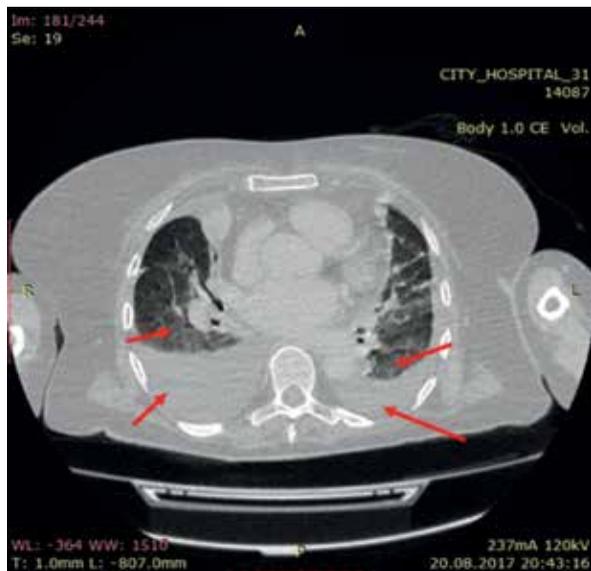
КТ органов грудной клетки пациентки А., 73 лет, от 20.08.2017 г.
